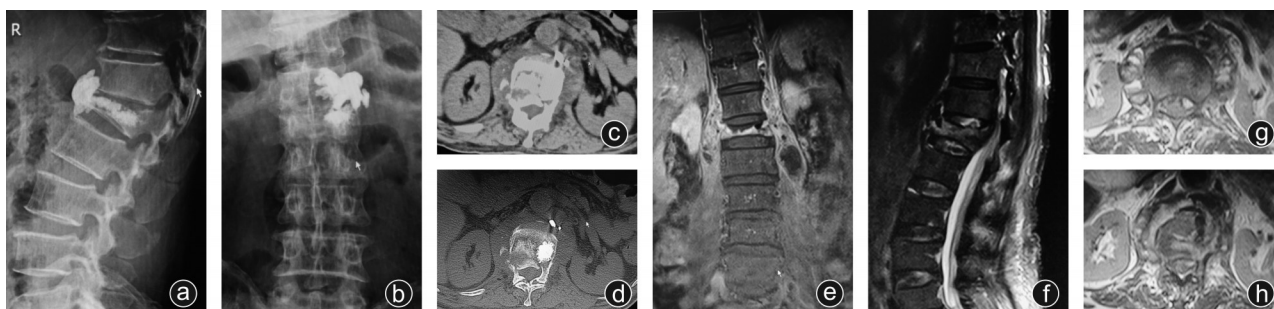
病例1第2次入院影像学资料 a、b:X线正侧位片见病椎塌陷,脊柱后凸;c、d:CT见椎旁软组织影增厚,椎体骨质破坏;e~h:MRI冠状面见椎旁脓肿形成,水平面见典型的“花斑椎”
